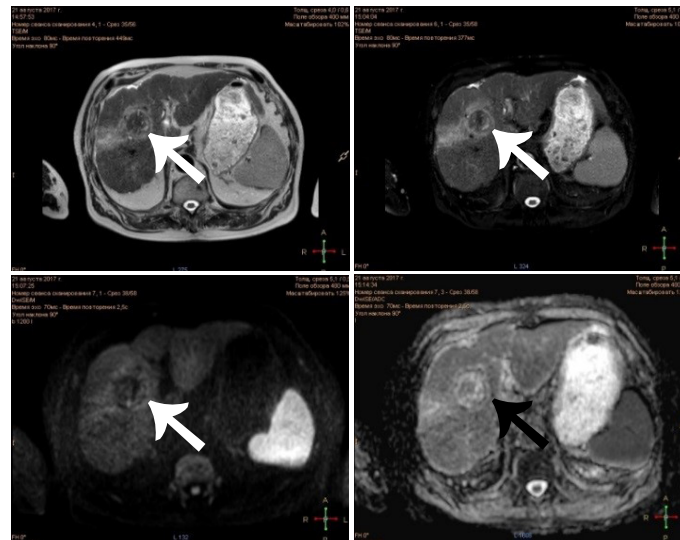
Томограмма на 10-е сутки после лазерной абляции.
